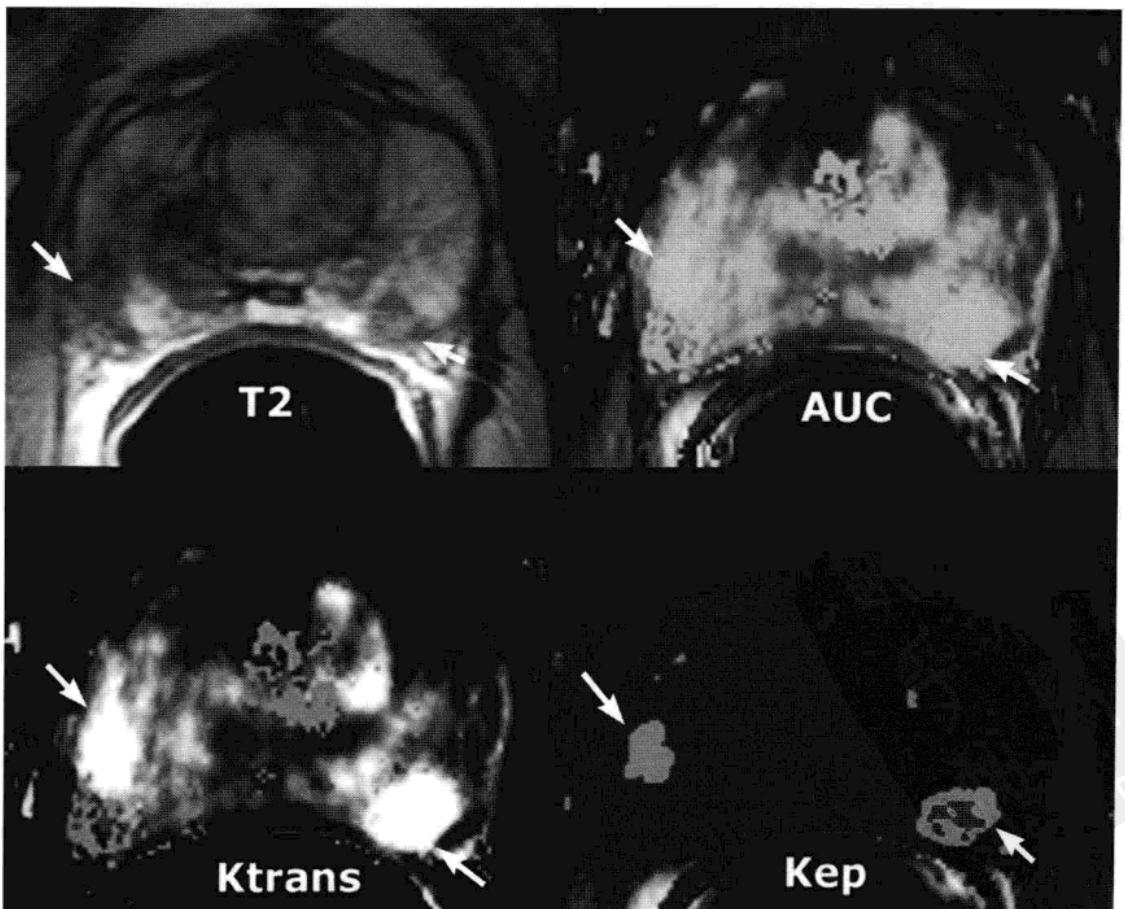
双侧前列腺癌动态定量 MRI 表现(箭), Gleason 评分 6。PSA: 7ng/ml。定量参数的彩色编码值表现为双侧 AUC, Ktrans 及 Kep 值升高。
